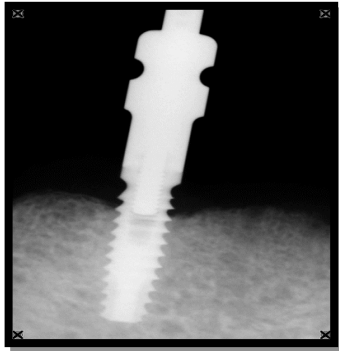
Imagen de Radiografía con pilar de transferencia izquierdo. Implante derecho con pilar de transferencia.No existe separación entre ambos (Figura 47).
